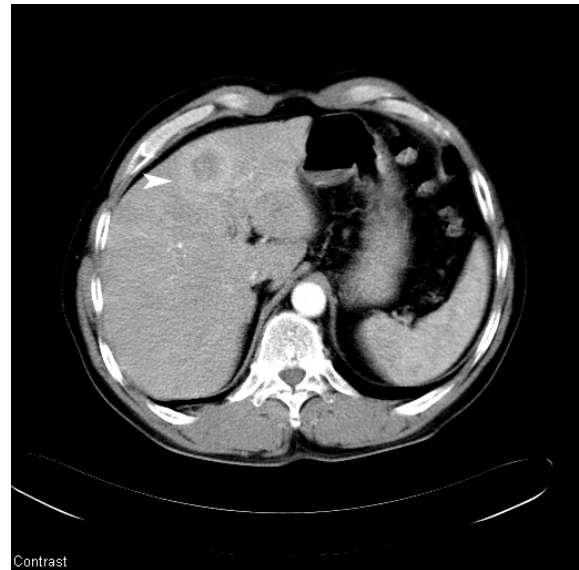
Kontrast-CT der Leber
